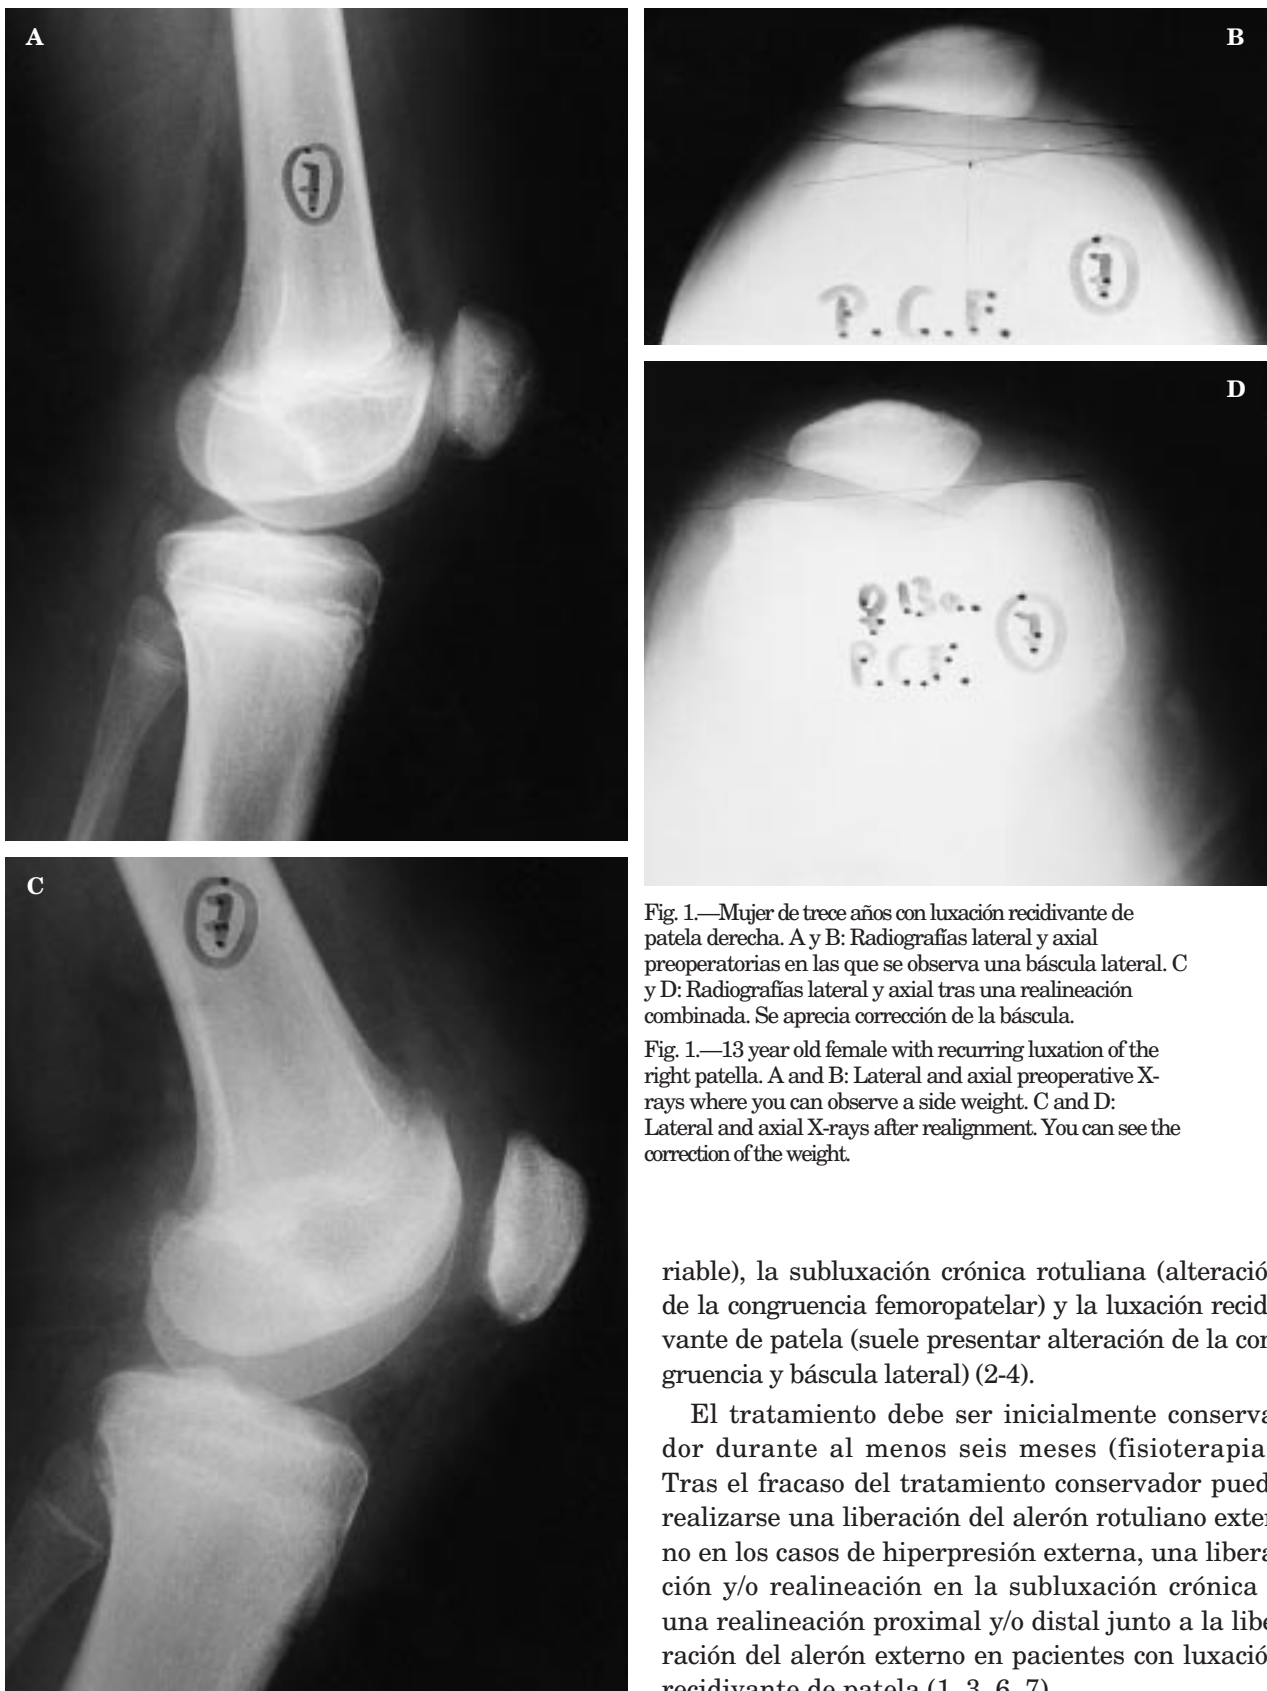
Mujer de trece años con luxación recidivante de patela derecha. A y B: Radiografías lateral y axial preoperatorias en las que se observa una báscula lateral. C y D: Radiografías lateral y axial tras una realineación combinada. Se aprecia corrección de la báscula.
